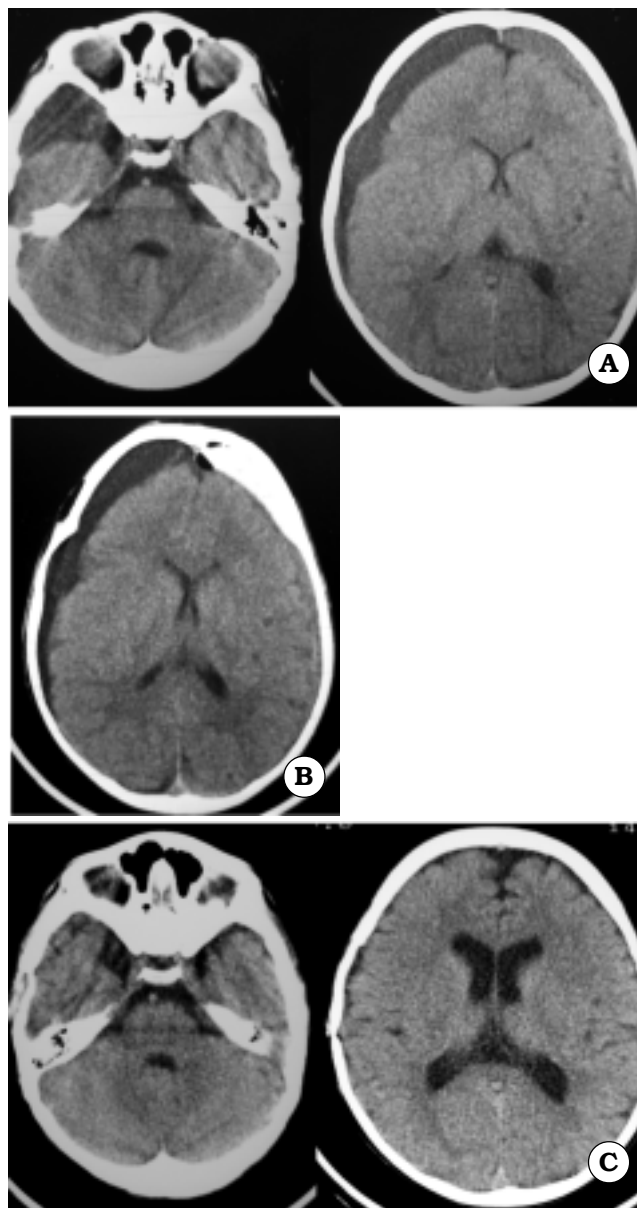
Caso 5. A. TAC prequirúrgica. B. TAC postlavado subdural bilateral. C. TAC postcomunicación del quiste aracnoideo a las cisternas basales
